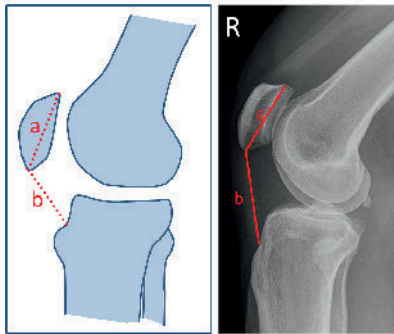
Insaal-Salvati-Index b/a, mit a: maximale diagonale Länge der Patella und b: Länge der Patellasehne, gemessen in einer seitlichen Röntgenaufnahme des Kniegelenks.
